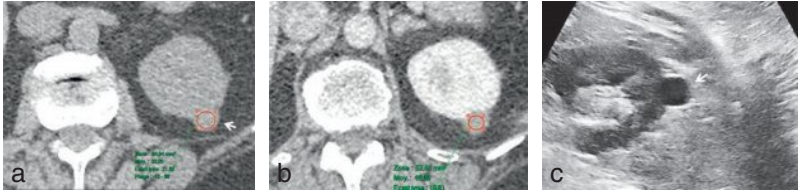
Kyste dense atypique en scanner typiquement hydrique en échographie. a, b. Petite masse atypique (flèche) en scanner dont la densité spontanée (32 UH) n'est pas hydrique (< 20 UH) et ne correspond pas à la densité d'un kyste dense typique (type II dense) selon les critères de Bosniak (≥ 50 UH). Malgré l'absence de prise de contraste significative (rehaussement > 20 UH) sur le passage après injection (flèche), la lésion reste indéterminée sur les seules données du scanner. c. Échographie de 2^e intention ciblée démontrant la nature typiquement kystique et simple de la lésion (flèche).
